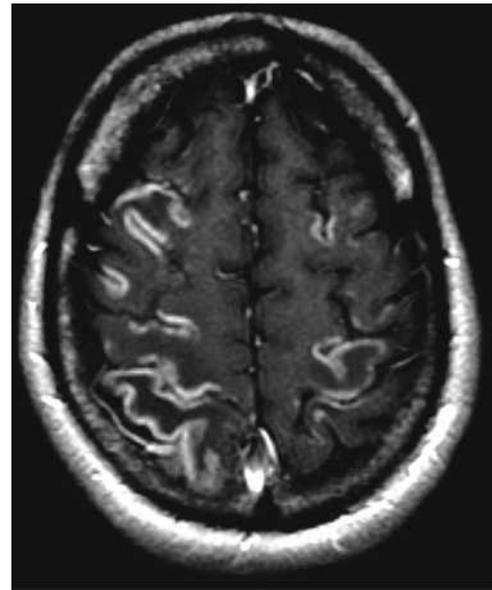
Nécrose laminaire corticale dans une encéphalopathie hypoxique-ischémique. IRM pondérée en T1 avec injection, montrant des prises de contraste dans les territoires jonctionnels compatibles avec une sclérose laminaire.
